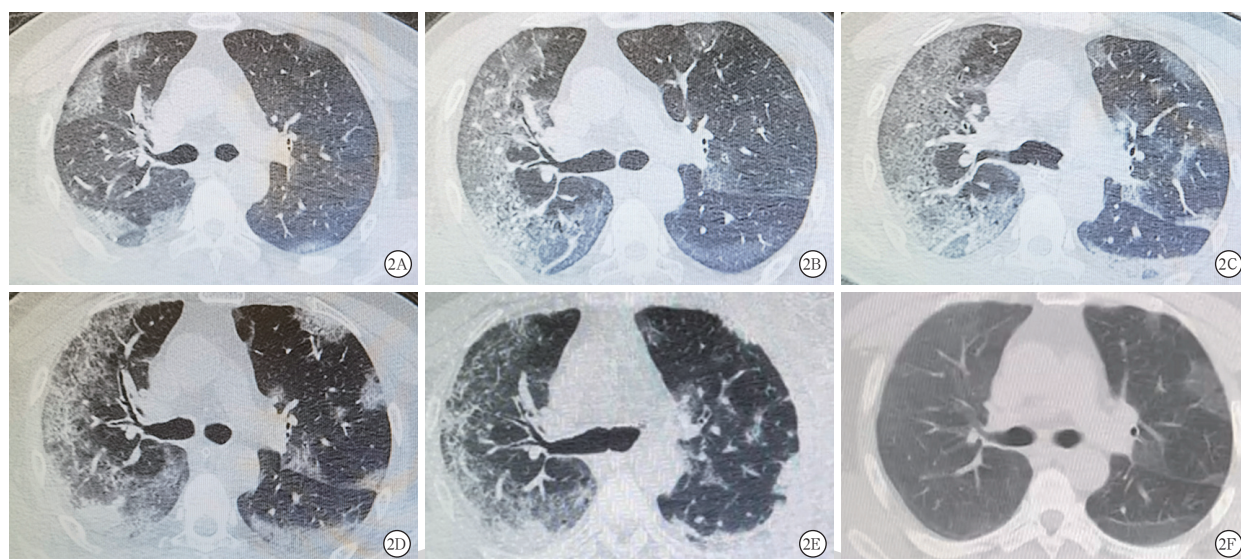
1例50岁男性输入性德尔塔变异株新冠肺炎患者胸部CT影像学变化 A为恢复期血浆(CP)治疗前5 d,胸部CT示双肺散布大小不等片状磨玻璃影,以肺外带为著;B为CP治疗前48 h,胸部CT示双肺弥漫分布磨玻璃影,较前明显进展;C为CP治疗后24 h,胸部CT示双肺弥漫分布磨玻璃影,局部趋于实变,左肺病变较前增多;D为CP治疗后4 d,胸部CT示双肺多发片状、斑片状密度增高影及磨玻璃影,右肺磨玻璃影较前有所吸收;E为CP治疗后7 d,胸部CT示双肺多发片状、斑片状、索条状密度增高影,各肺叶病变均有不同程度吸收;F为CP治疗后35 d,胸部CT示双肺病变较前明显吸收,局部残留淡片状密度增高影
